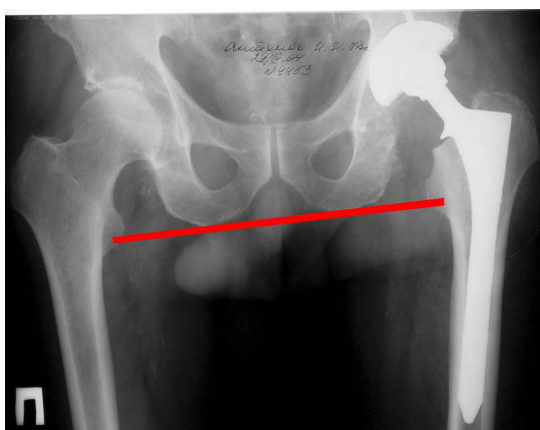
Обзорная рентгенограмма обоих тазобедренных суставов.
